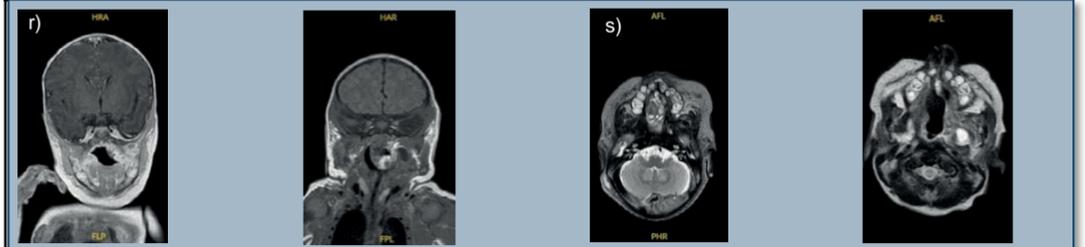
Fall 2 MRT Präoperativ r) coronal und s) transversal
